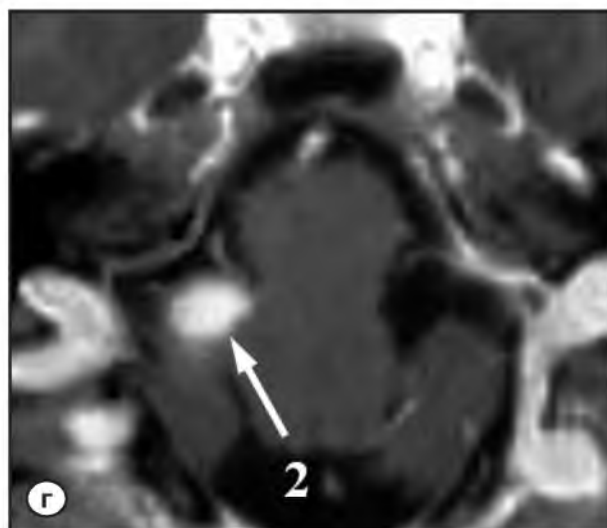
Пациент М., 56 лет, с диагнозом «пилотицитарная астроцитома ствола». МРТ
